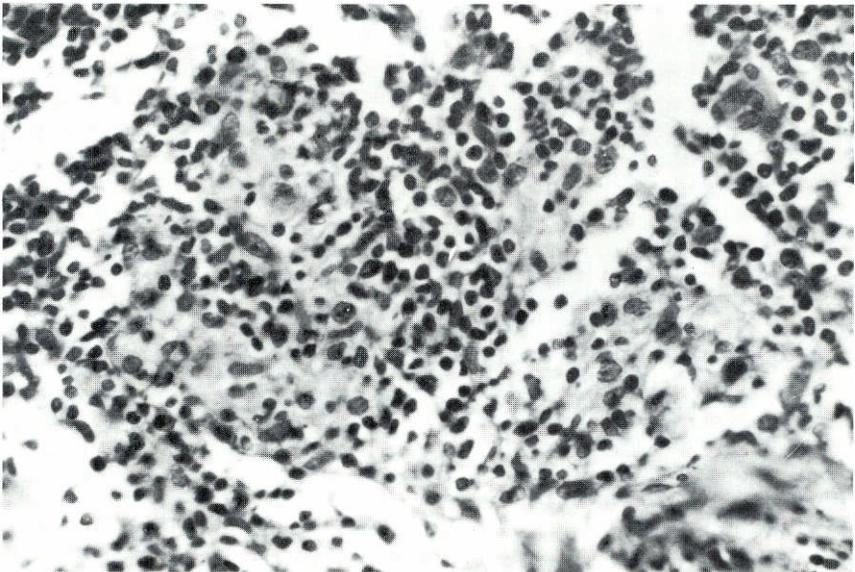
Leitura clínica RM(+). Infiltrado de células epitelióides e linfócitos sem arranjo foliolar (tuberculóide incompleto sem arranjo folicular). B(—) Classe II (+). Resultado positivo de grau fraco.
